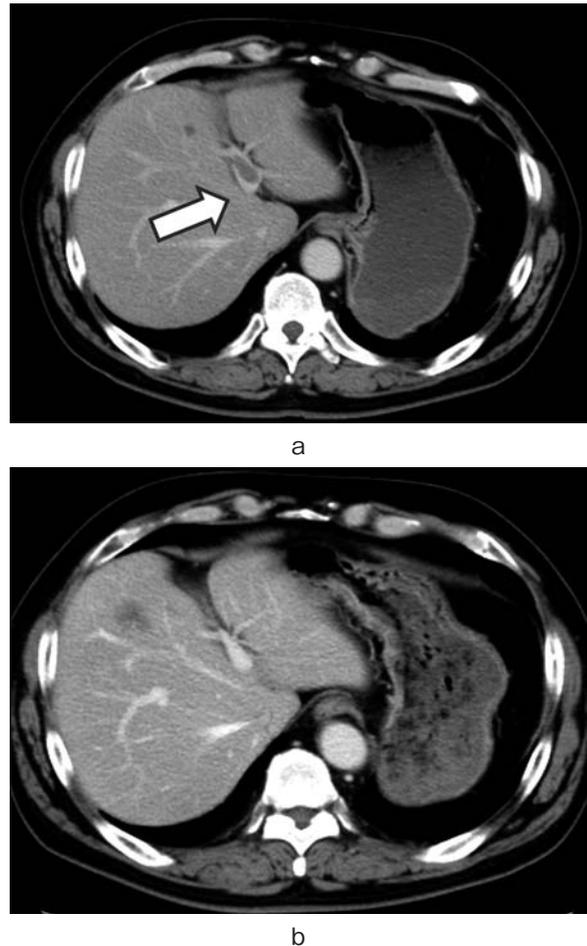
a) Enhanced CT showed portal vein thrombosis (arrow). b) Portal vein thrombosis was not shown after anticoagulant therapy for one month.
